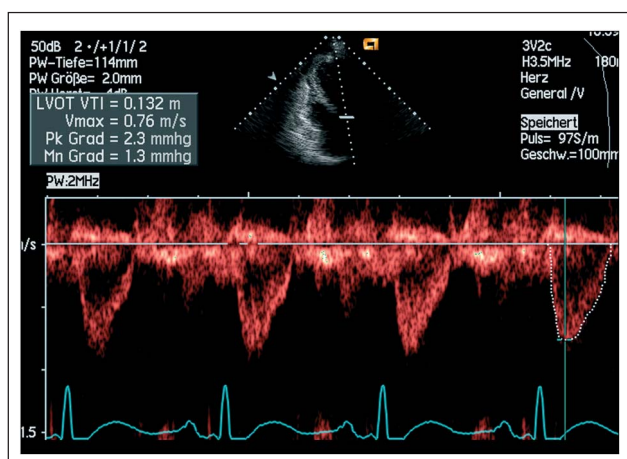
PW-Dopplerspektrum im LV-Ausflußtrakt: LVOT – VTI (von apikal)
